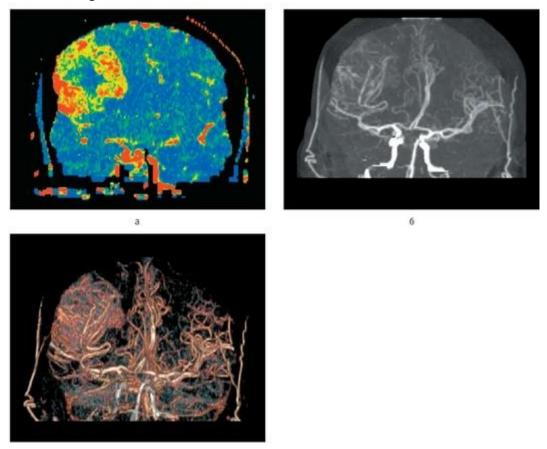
4Э-компьютерная томографическая ангиография позволяет одновременно получить информацию о церебральной перфузии (а - CBV-карта перфузии при анапластической менингиоме) и реконструировать питающие опухоль артерии (б - МИП-обработка, в - объемная реконструкция)
